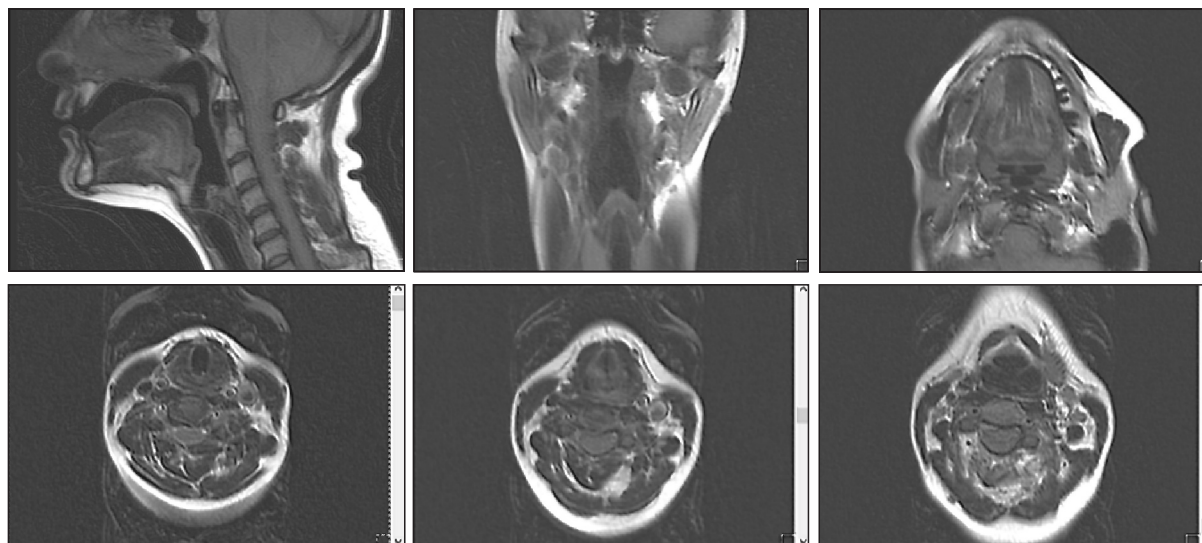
МР-томограммы при артикулировании гласного «о» в слове корэ 'сухой'. Верхний ряд, слева направо: срединный сагиттальный срез; фронтальный срез через глотку, гортань и трахею; аксиальный срез через ротоглотку. Нижний ряд, слева направо: аксиальные срезы через гортань на уровне подсвязочного пространства; на уровне голосовых связок; на уровне входа в гортань
